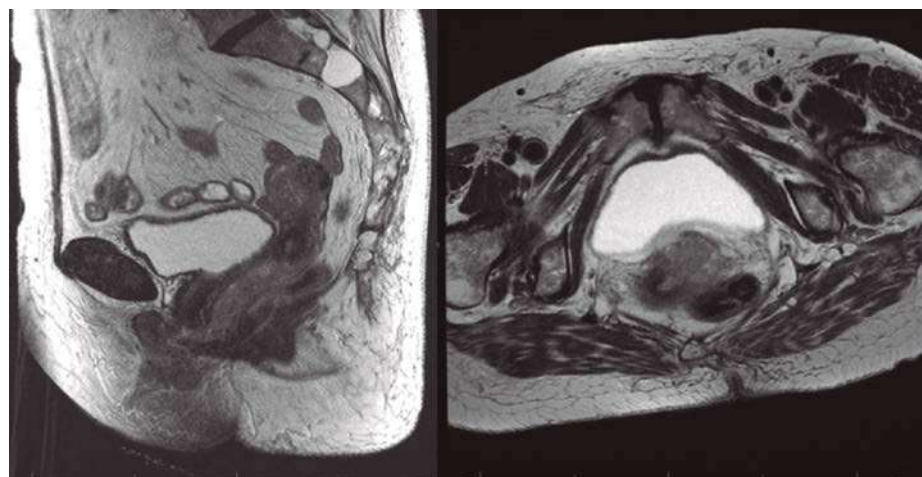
RM diagnóstico. Lesión de 42 mm × 32 mm × 17 mm
